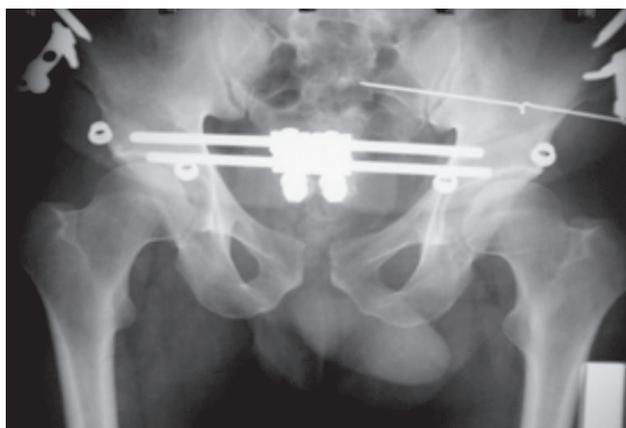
Рентгенограмма таза пациента П., 29 лет, с диагнозом: политравма, открытое повреждение тазового кольца, тип С. Состояние после стабилизации таза устройством внешней фиксации
